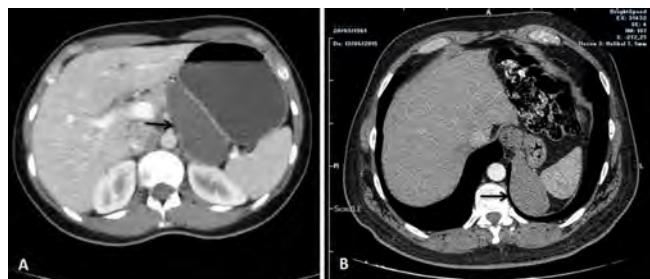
Findings from computed tomography - a 9.5x4cm tumor lesion of the posterior side of antrum of the stomach (A). Computed tomographic scan showing a 9x7x5 cm in diameter regular bordered mass on the left postero-medial part of the diaphragm (B).
